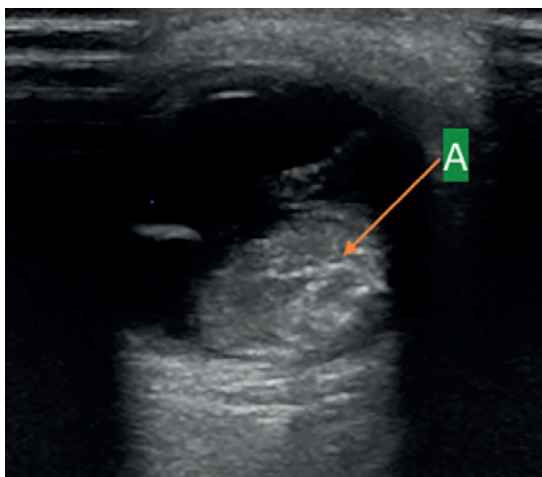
Мальчик, 4 месяца. УЗИ глаза: РБ, опухоль средней эхогенности с гиперэхогенными включениями (кальцинаты) (указана стрелкой A)
